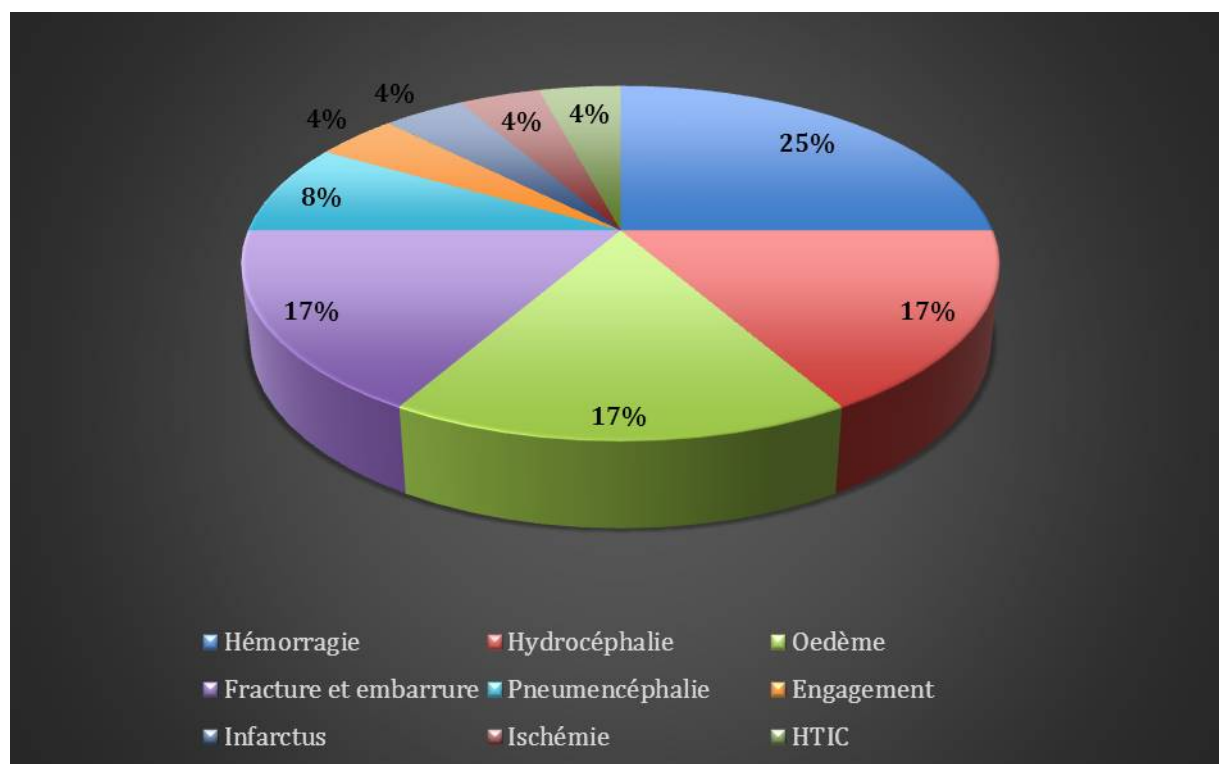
Répartition des aspects radiologiques pathologiques sur les TDM cérébrales
